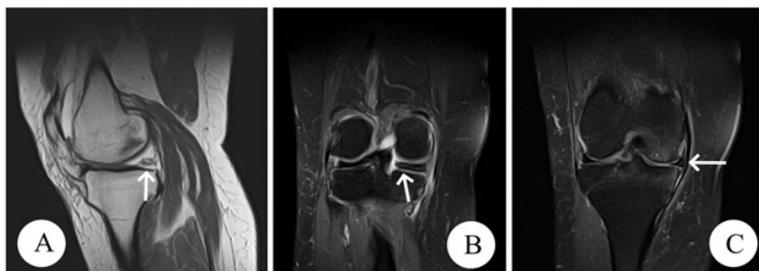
А - симптом «призрака», выраженной нестабильности места прикрепления заднего рога медиального мениска, В - укорочение протяженности мениска, С экструзия мениска.
